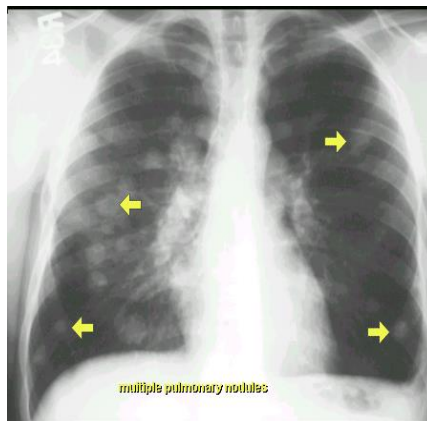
Radiografi toraks tumor pulmo
